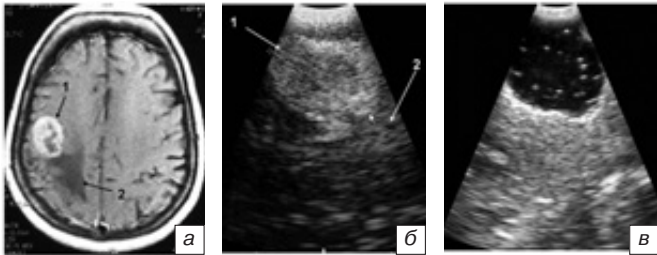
МРТ головного мозга и ИС пациентки с метастазом рака яичника в правой теменной доле: *a* — T1-взвешенное изображение, МРТ головного мозга с контрастированием в аксиальной проекции — визуализируется опухоль (1). Вокруг метастаза определяется зона отека (2); *б* — ИС — определяется гиперэхогенное округлое образование (1) с четкими, ровными контурами, с гиперэхогенной зоной перифокального отека (2); *в* — интраоперационная сонография — определяется гипоэхогенная полость в зоне удаленной опухоли. Fig. 5. Brain MRI and IS of patient with ovarian cancer metastasis into the right parietal lobe: *a* — Brain MRI, T1, axial view — the tumor (1) is detected with perifocal edema (2) around metastasis; *б* — intraoperative sonography — there is the hyperechoic round-shaped lesion (1) with straight distinct borders and hyperechoic perifocal edema (2); *в* — intraoperative sonography — the hypoechoic cavity in the region of removed tumor is seen.
